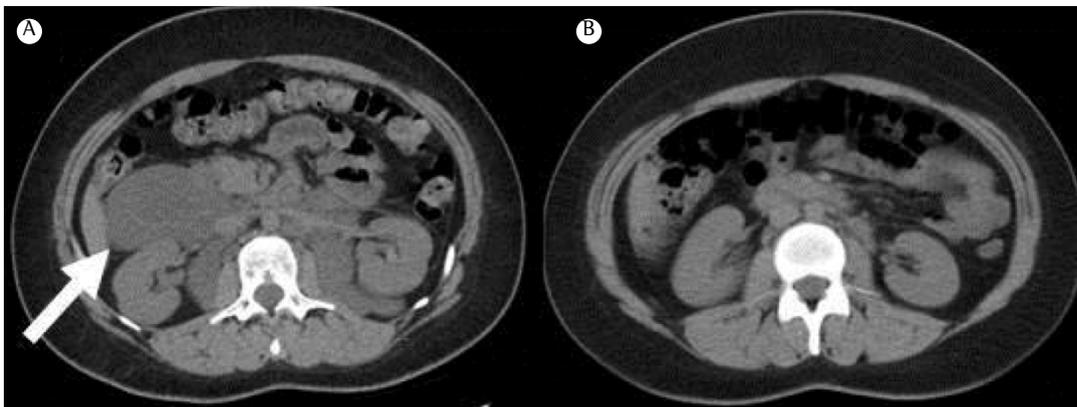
TC de abdome antes do tratamento com sirolimo (em A) e após 12 meses de tratamento com o medicamento (em B), mostrando diminuição importante do volume dos linfangioleiomiomas retroperitoneais (seta branca).
